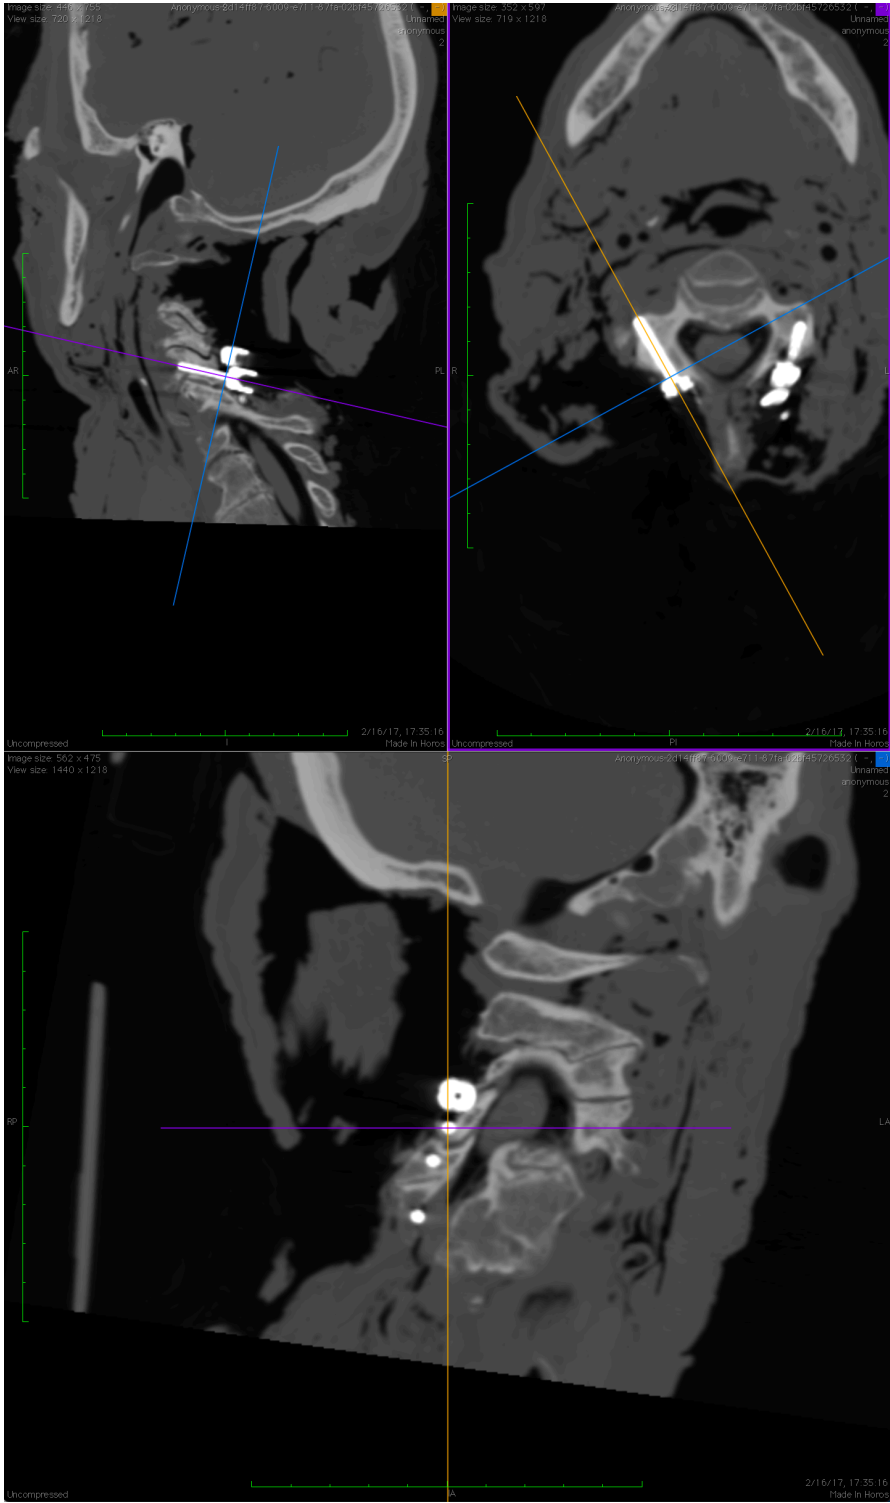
Identificación del tornillo del siguiente nivel en el CT
